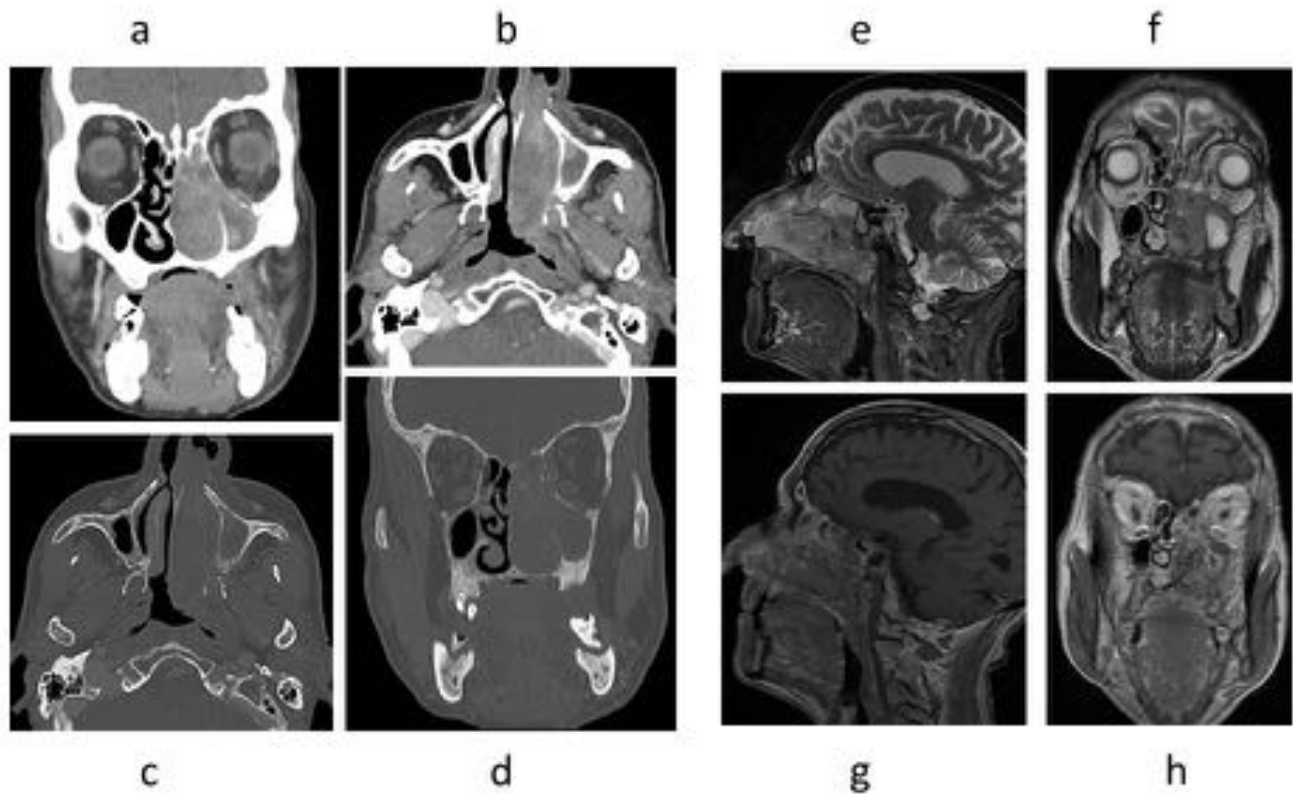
Mismo caso que en la figura 18. Ensanchamiento del canal del nervio infraorbitario en TC.
